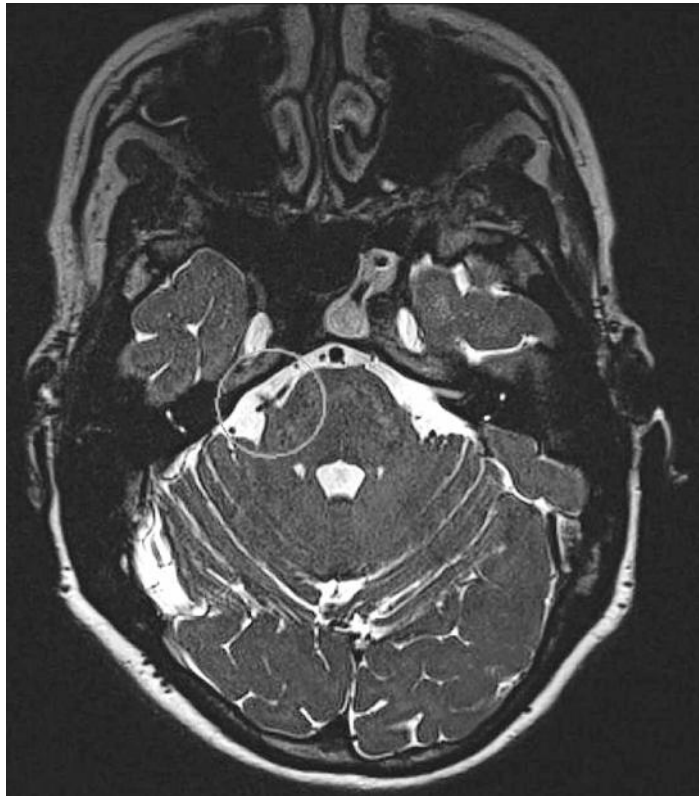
MRI showing neurovascular compression of right trigeminal nerve.
